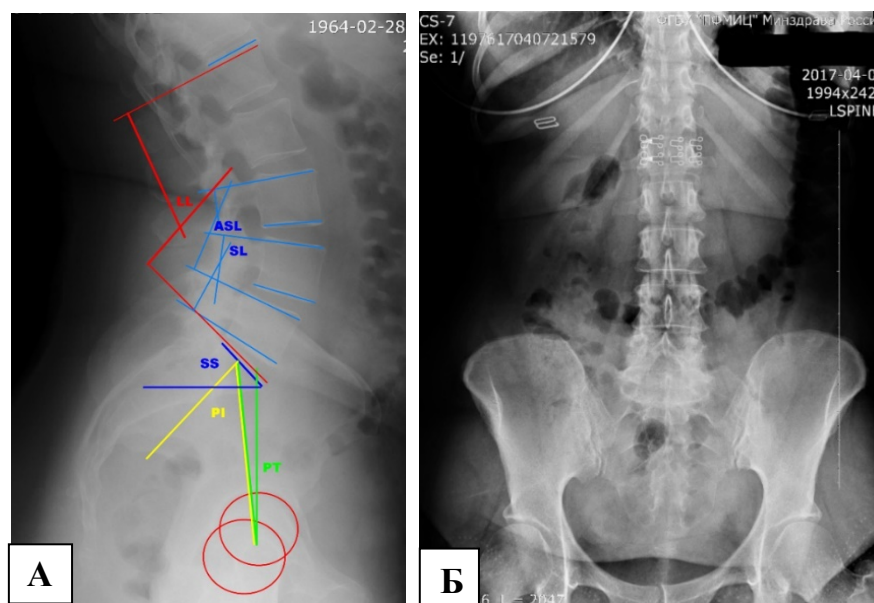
Рентгенограммы поясничного отдела позвоночника пациентки Д., 57 лет, (II КММ) в боковой (А) и прямой (Б) проекции с признаками выраженной дегенерации сегментов L4-5-S1 с формированием антелистеа L4 позвонка и артрозом соответствующих фасеточных суставов.
